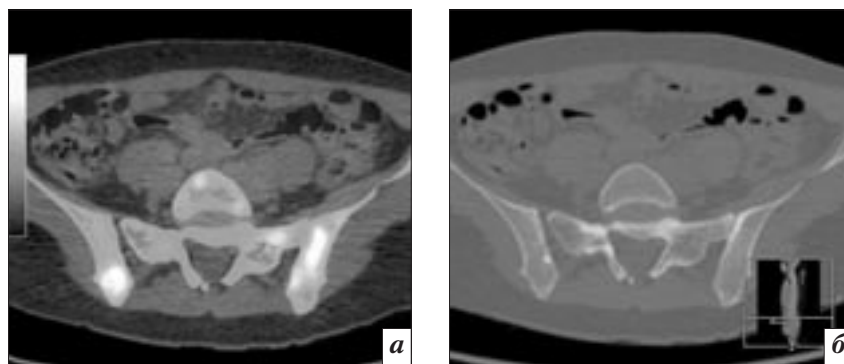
ПЭТ/КТ (а) и РКТ (б) больной А. В крестце, подвздошных костях, теле L5 визуализируются очаги патологической фиксации ФДГ различного размера (SUV_{max} 6,2), соответственно очагам гиперфиксации при РКТ определяются нечетко очерченные очаги деструкции костной ткани
